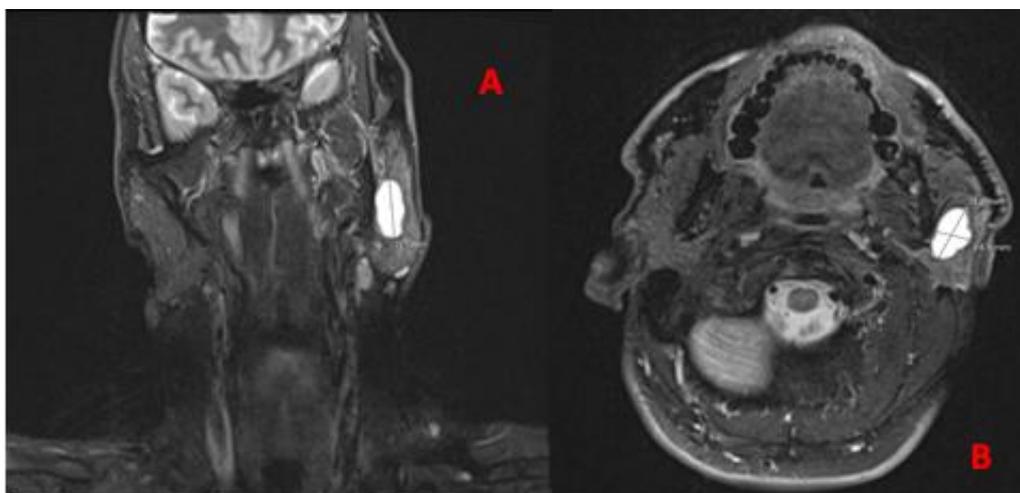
IRM cervicale en séquence T2 A en coupe coronale et B en coupe axiale
